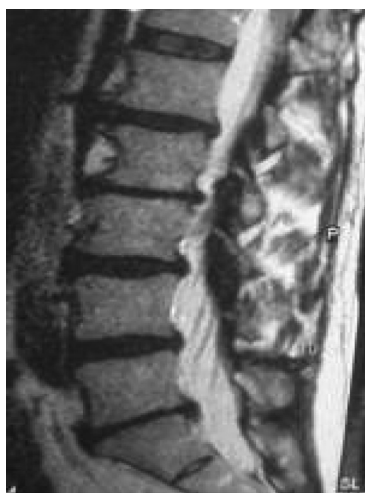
МРТ центрального стеноза на уровне 1–3 поясничных позвонков
